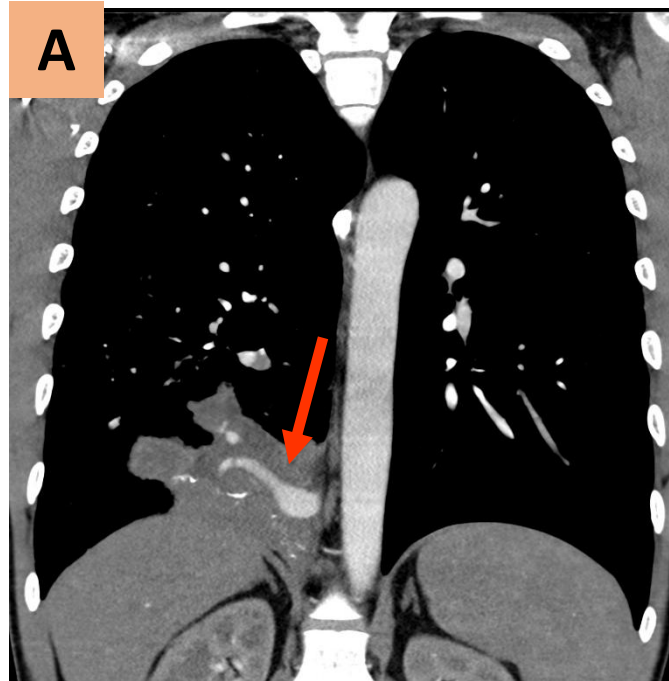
Secuestro intralobar en un varón de 31 años con infecciones pulmonares recurrentes. TC torácico en plano coronal, con contraste endovenoso en fase arterial (A) y venosa (B) que muestra una consolidación de espacio aéreo en LID con una arteria nutricia prominente (flecha) y un drenaje venoso hacia la vena pulmonar inferior derecha (cabeza de flecha). Arteriografía (C) que pone de manifiesto una artria nutricia muy prominente que se originaba en el tronco celíaco.
